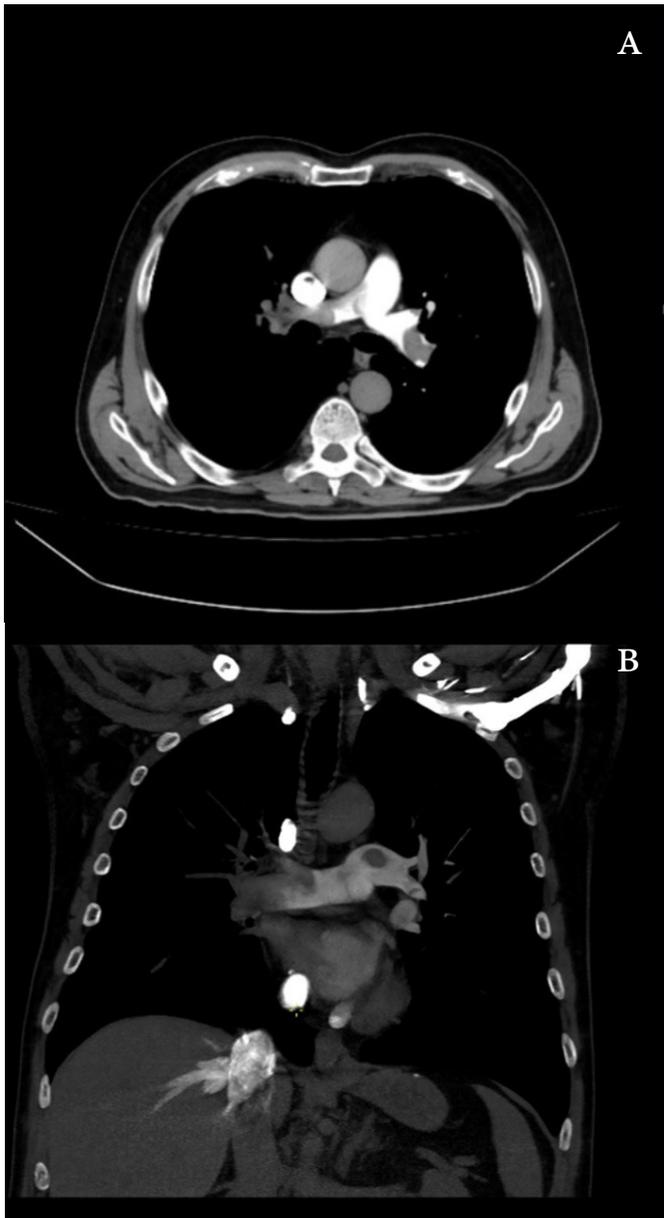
CT de arterias pulmonares. A. Vista transversal. Se objetivan defectos de repleción totales en ambas arterias pulmonares principales. B. Reconstrucción coronal. Se objetivan defectos de repleción totales en ambas arterias y venas pulmonares de hemitórax derecho, así como contraste retrógrado en vena cava inferior y suprehépicas.
